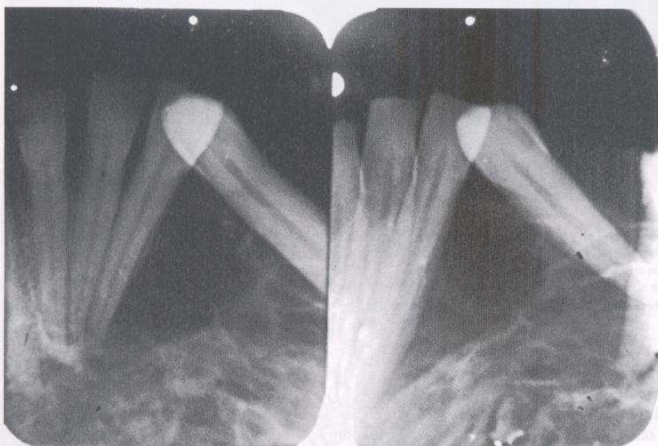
Mixoma. La radiografía periapical muestra múltiples cavidades de distinto tamaño y separación de los dientes aledaños a la lesión.
